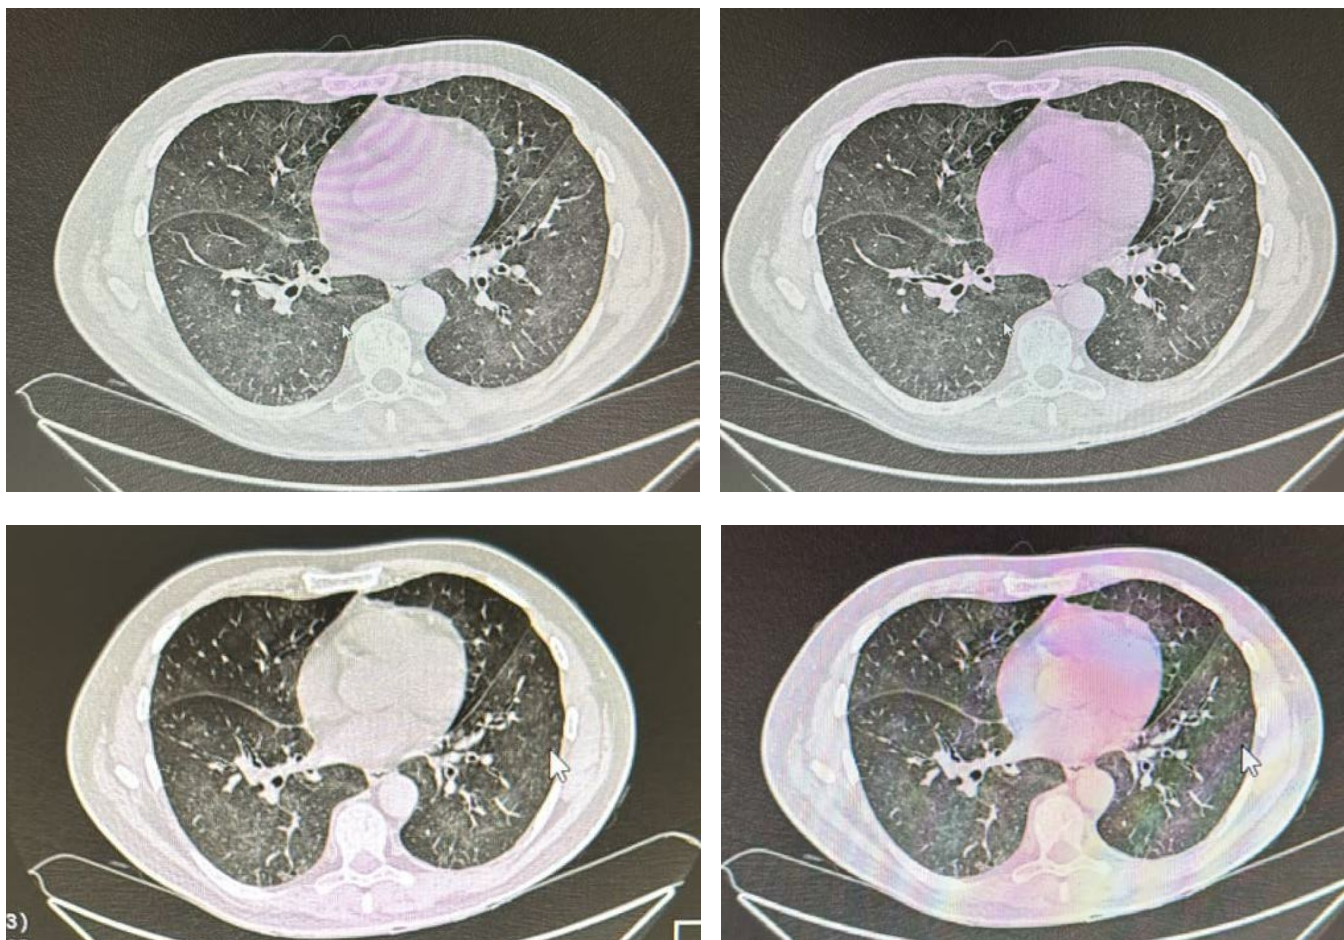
Компьютерно-томографическая картина поражения легких при новой коронавирусной инфекции у пациента со множественной миеломой
